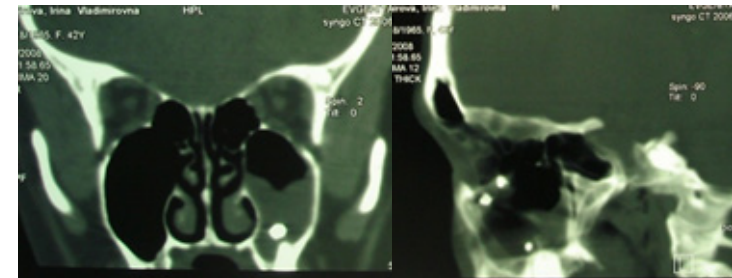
Рентгенограмма черепа больной О., 32 лет: а – носо-подбородочная проекция; б – сагиттальная проекция (инородное тело правой верхнечелюстной пазухи, снижение пневматизации правой верхнечелюстной пазухи).
